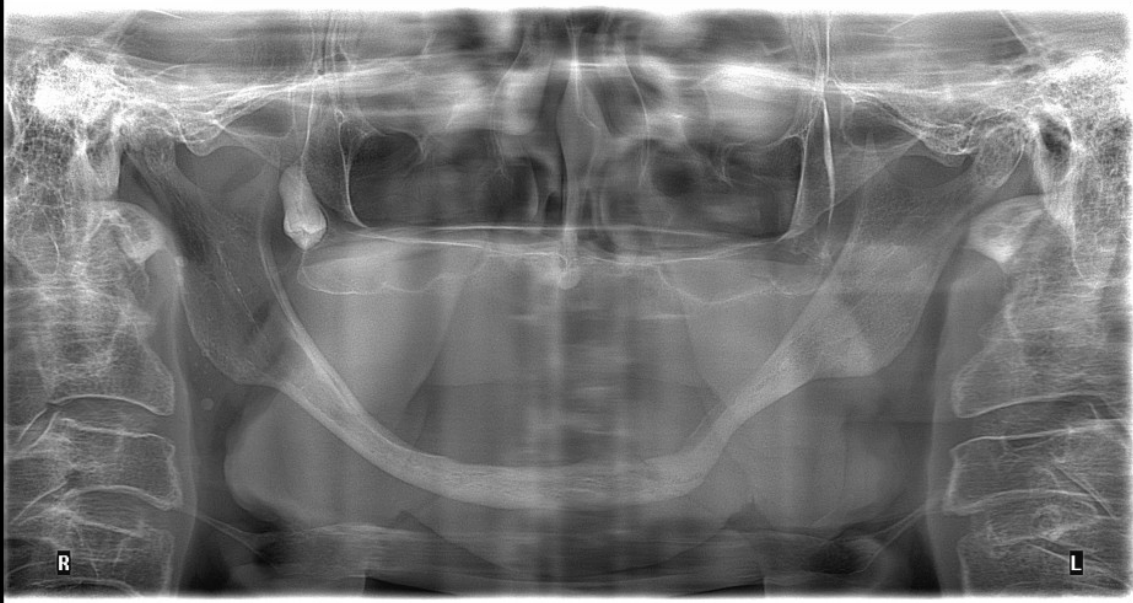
Radiografía panorámica control POP 1 año.
